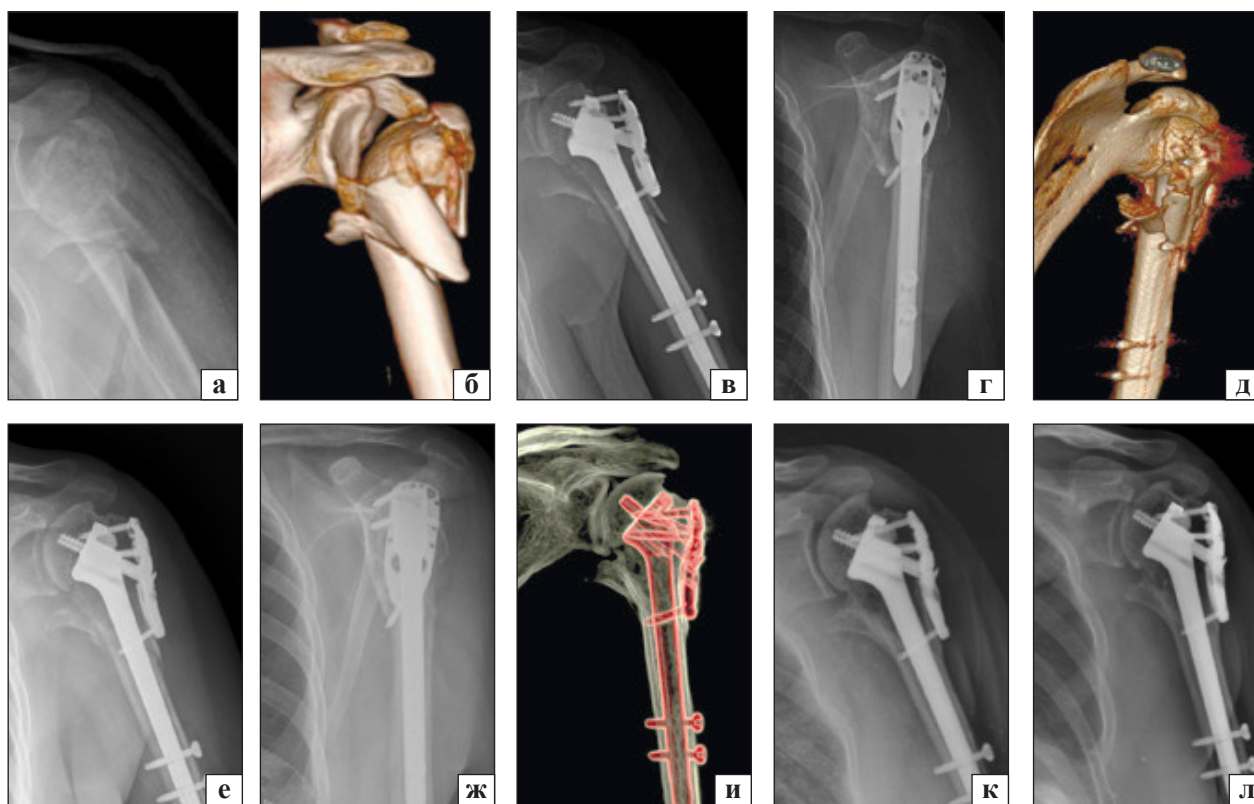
Рентгенограми та КТ-скани плеча пацієнта з використанням пристрою ISNP: а) передопераційна передньо-задня проекція; б) тривимірна КТ, реконструкція плеча, перелом 11C3 з подрібненою медіальною стінкою; в, г) післяопераційні рентгенограми; д) тривимірна КТ, вирівнювання головки та діафіза, незважаючи на зменшену медіальну кіркову пластинку; е, ж) рентгенограми через 3 міс. після операції; и) тривимірна КТ, консолідація перелому без втрати репозиції; к) рентгенограми через 6 міс.; л) через 12 міс., консолідація зміщеної медіальної кіркової пластинки до діафіза плечової кістки (за [90])
